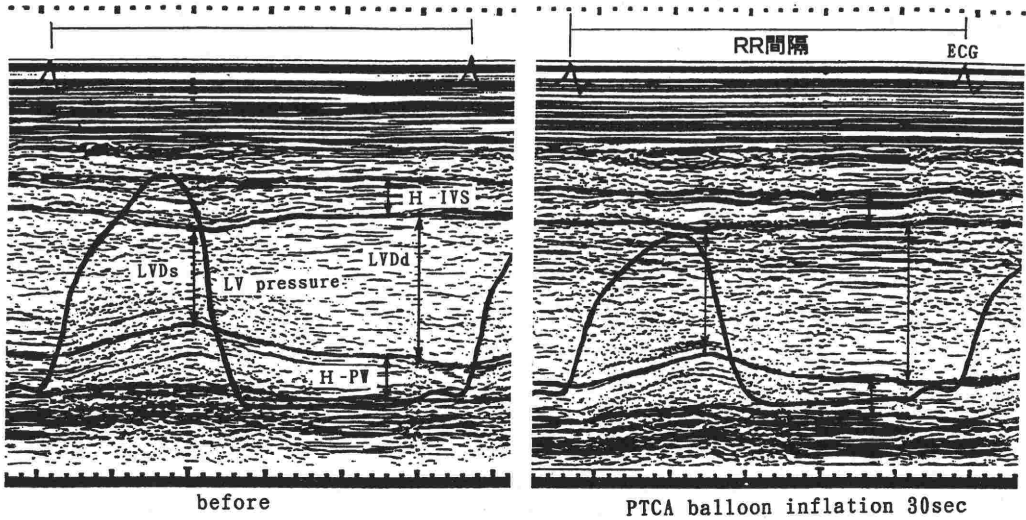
M-Mode心エコーと左室圧の同時記録：PTCAでバルーンを拡張すると、心筋虚血が誘発され、左室の収縮期圧の低下、拡張期圧の上昇、IVSとPWの壁厚が減少している。
